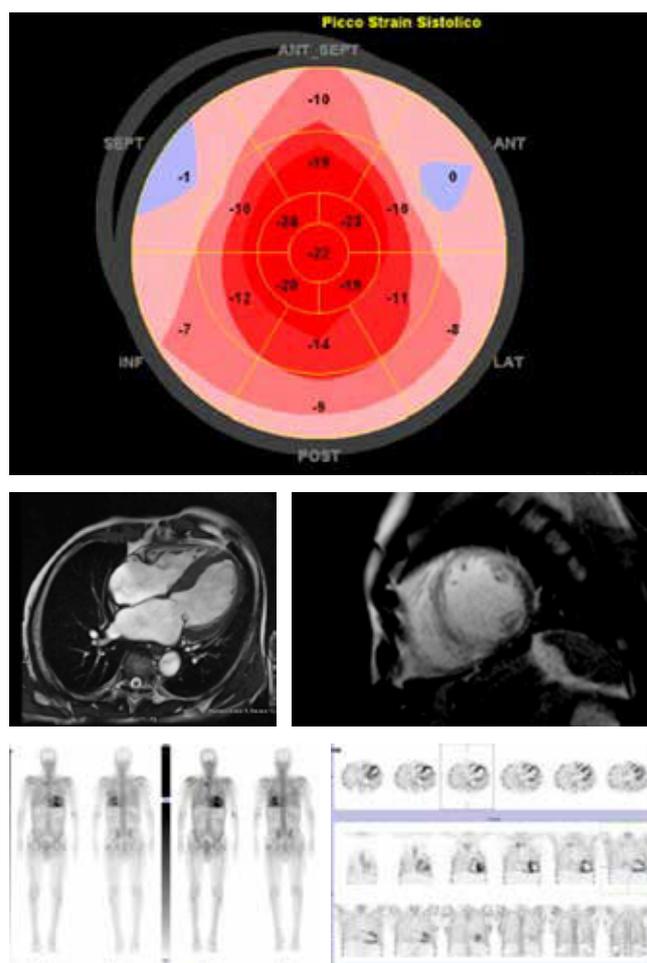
Imaging multimodale in un paziente con Amiloidosi Cardiaca da Transtiretina. A: ecocardiogramma con strain longitudinale globale. B e C: risonanza magnetica cardiaca. D ed E: scintigrafia miocardica con tracciante osseo (HDP).
